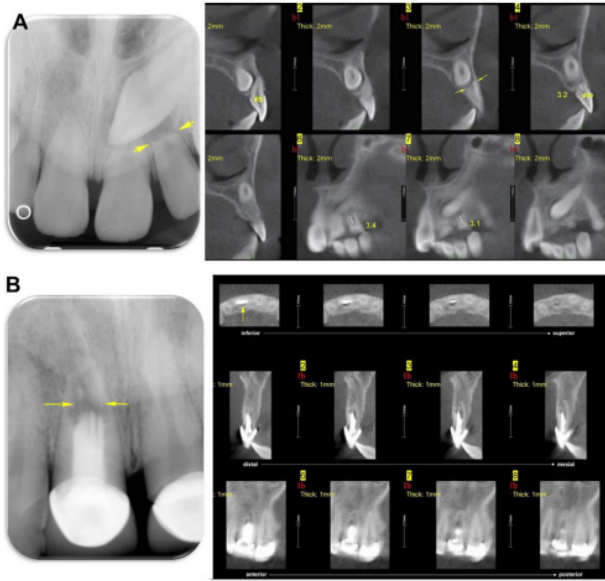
La CBCT reveló una extensa reabsorción del diente número 10 con un promedio de 3 mm. Fuente: (Patel S et al., 2019)
